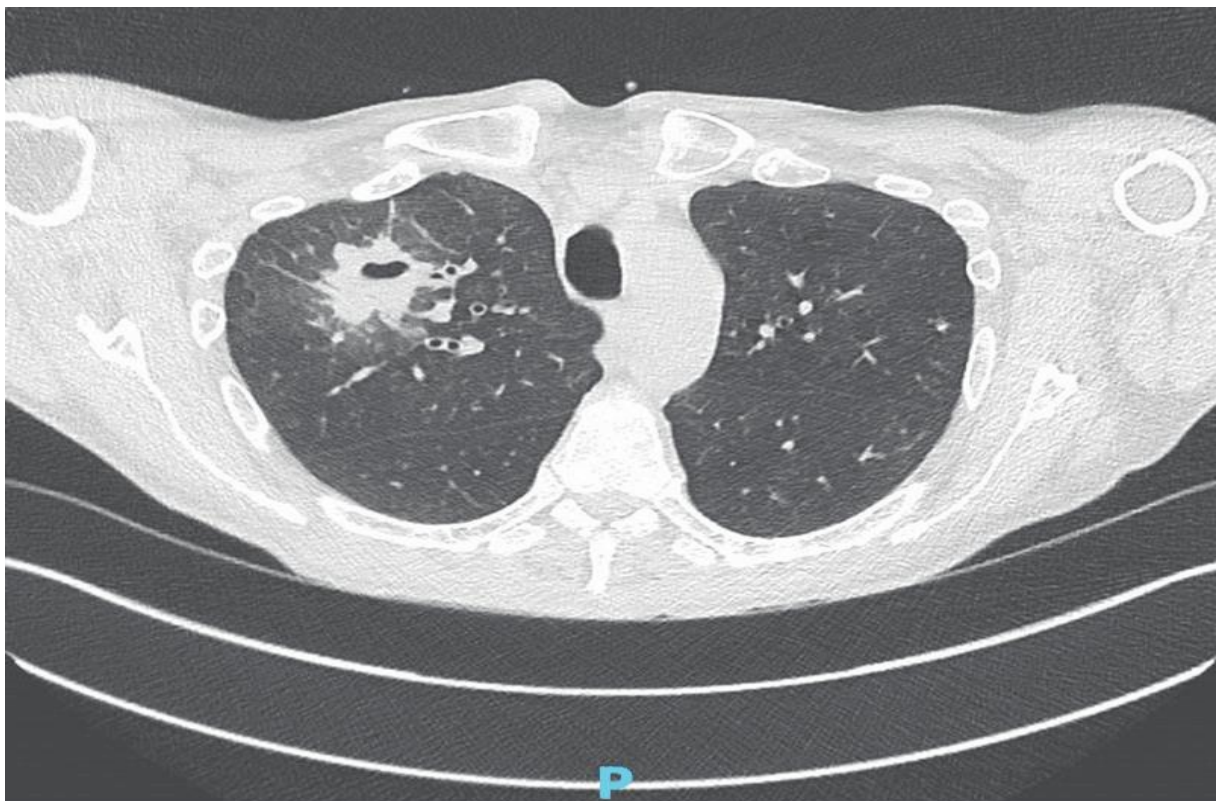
TDM : image de nodule excavé évoquant un abcès chez un malade COVID-19 (57).
